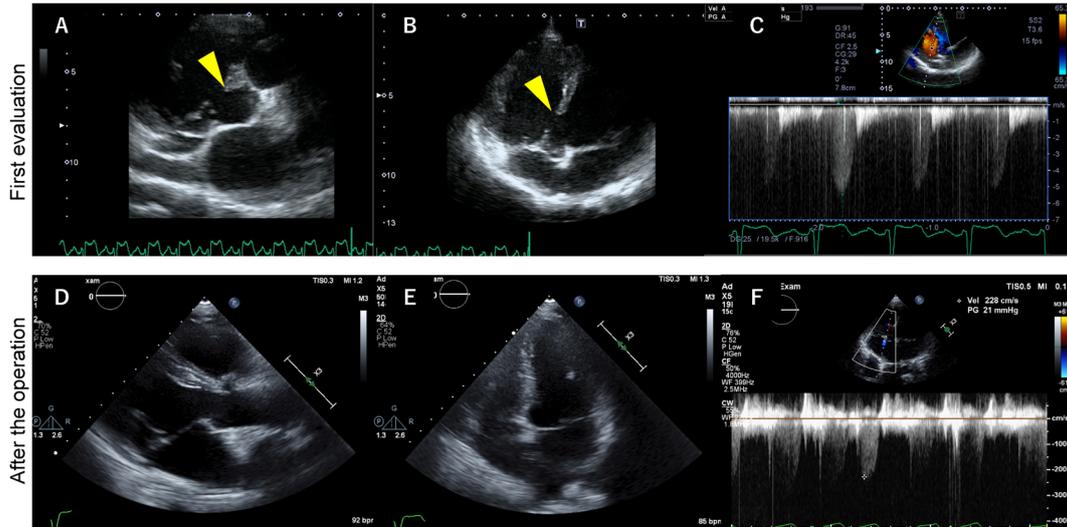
Patient 1: transthoracic echocardiography. Top panels (A–C) represent the initial evaluation. (A) Parasternal short-axis view. (B) Apical four-chamber view. Arrows identify the ventricular septal defect. (C) Continuous-wave Doppler evaluation of tricuspid regurgitation shows the peak pressure gradient at 121 mmHg. (D–F) represent the post-operative evaluation. (D) Parasternal long-axis view. (E) Apical four-chamber view. (F) Continuous-wave Doppler evaluation of tricuspid regurgitation shows the peak pressure gradient at 21 mmHg.
